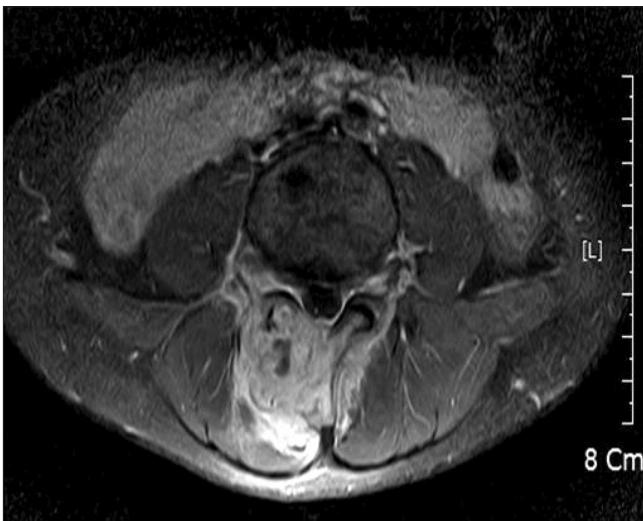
Magnetic resonance imaging of the patient showed mass lesion with heterogeneous enhancement involving posterior column of L4 and adjacent posterior paravertebral muscle and posterior epidural soft tissue.
